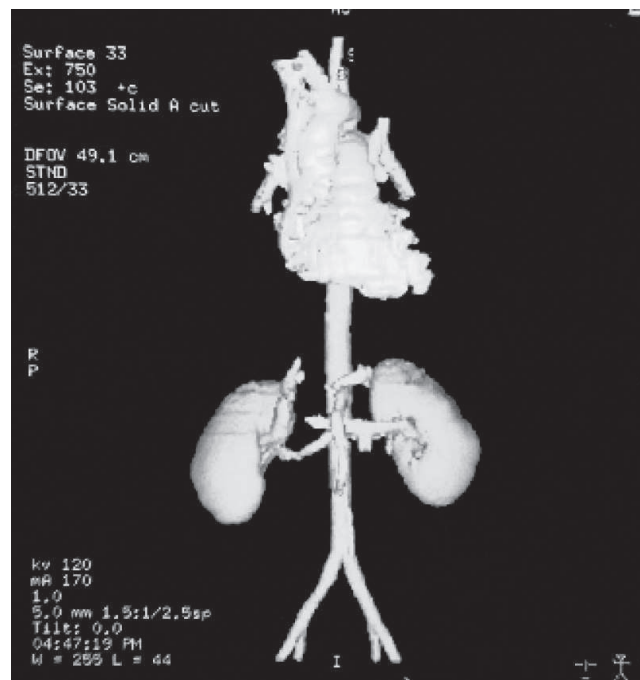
TC Reconstrucción técnica SSD: Aorta, vasos renales, riñones.
